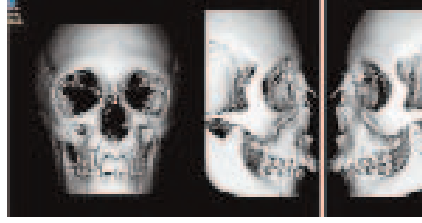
Multidetektörlü tomografi cihazıyla elde edilen 3D görüntü.
